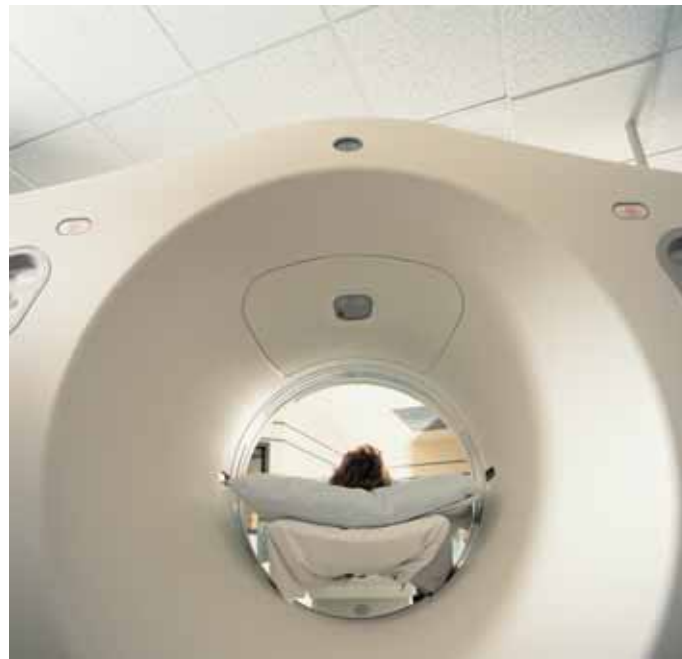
Tomografía axial computerizada
